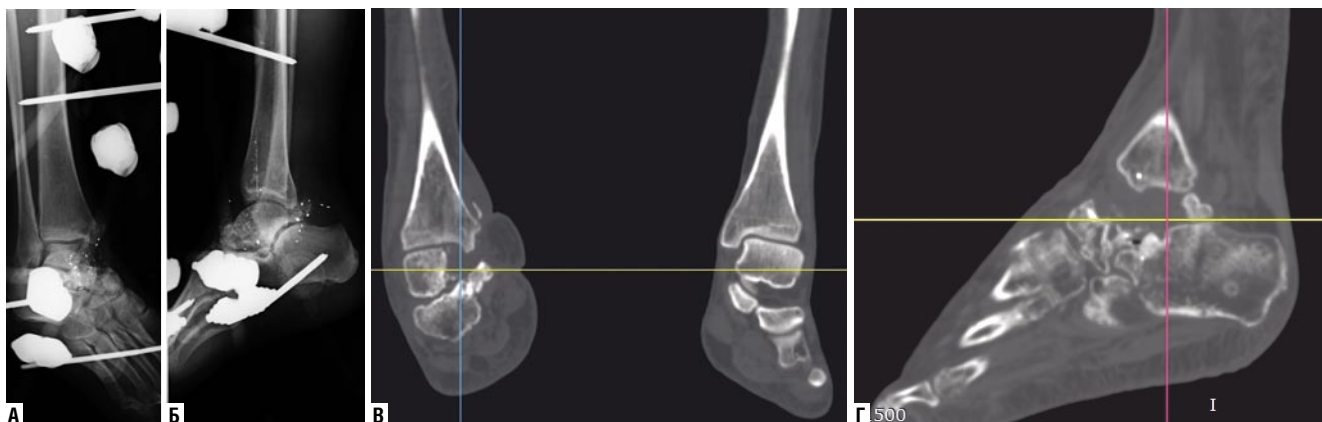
Пациентка Т. 38 лет. Рентгенограммы правого голеностопного сустава: А — в прямой; Б — боковой проекции; В, Г — КТ голеностопных суставов в сравнении (показана зона дефекта таранной кости).
